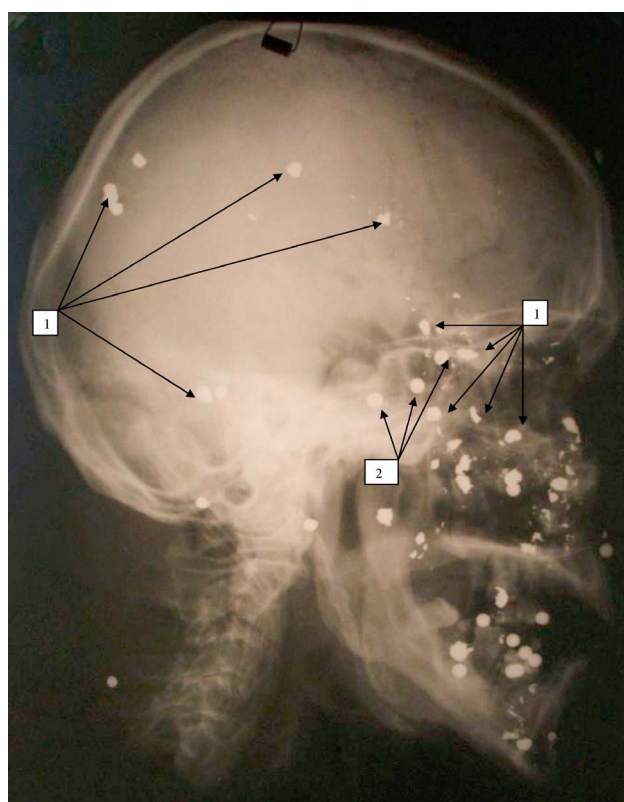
Рентгенограмма после экспериментальных выстрелов дробовым зарядом с дистанции 15 м и после поражения стальными шариками с дистанции 10–20 см: дробь с признаками деформации (стрелки 1); стальные шарики в мягких тканях лица, имеют четкий округлый контур (стрелки 2)
